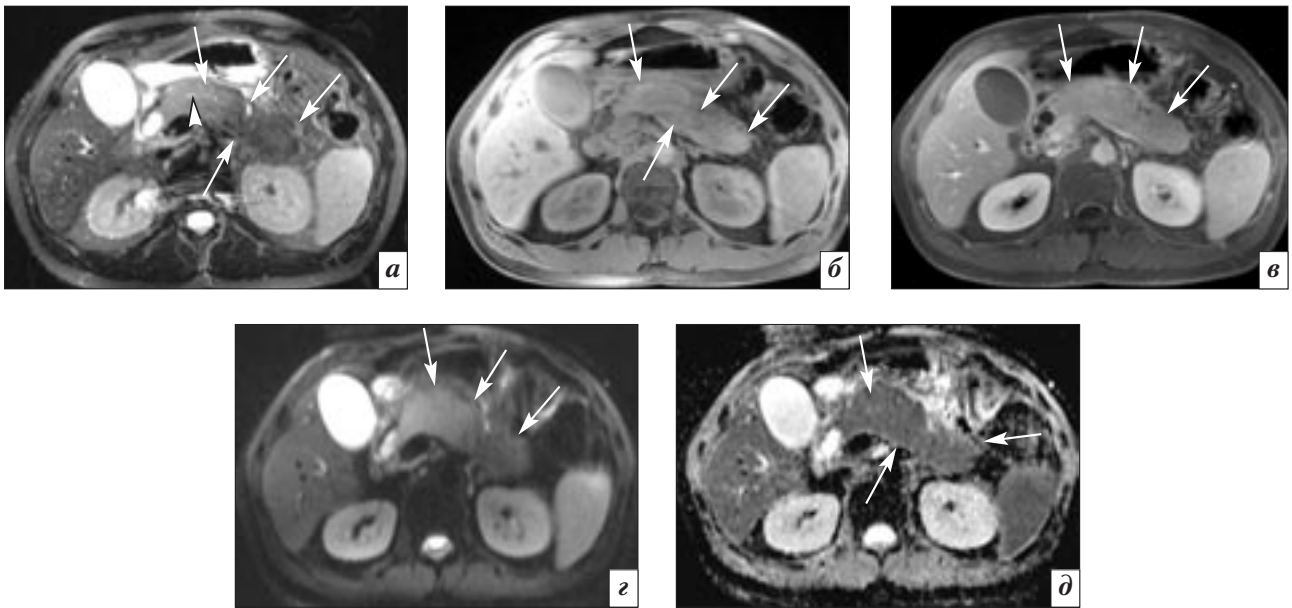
Аксиальные МР-томограммы абдоминальной области пациентки 41 года с АИП (IgG4 positive) (собственное наблюдение):
